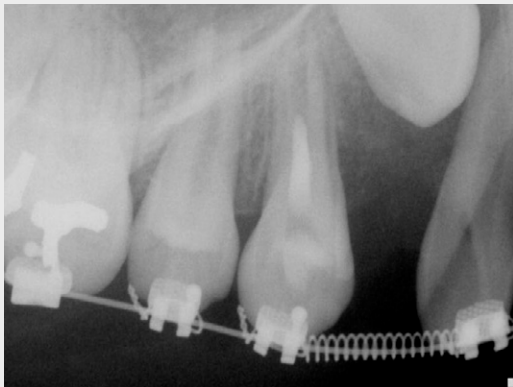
방사선 사진으로 MTA 충전 확인
